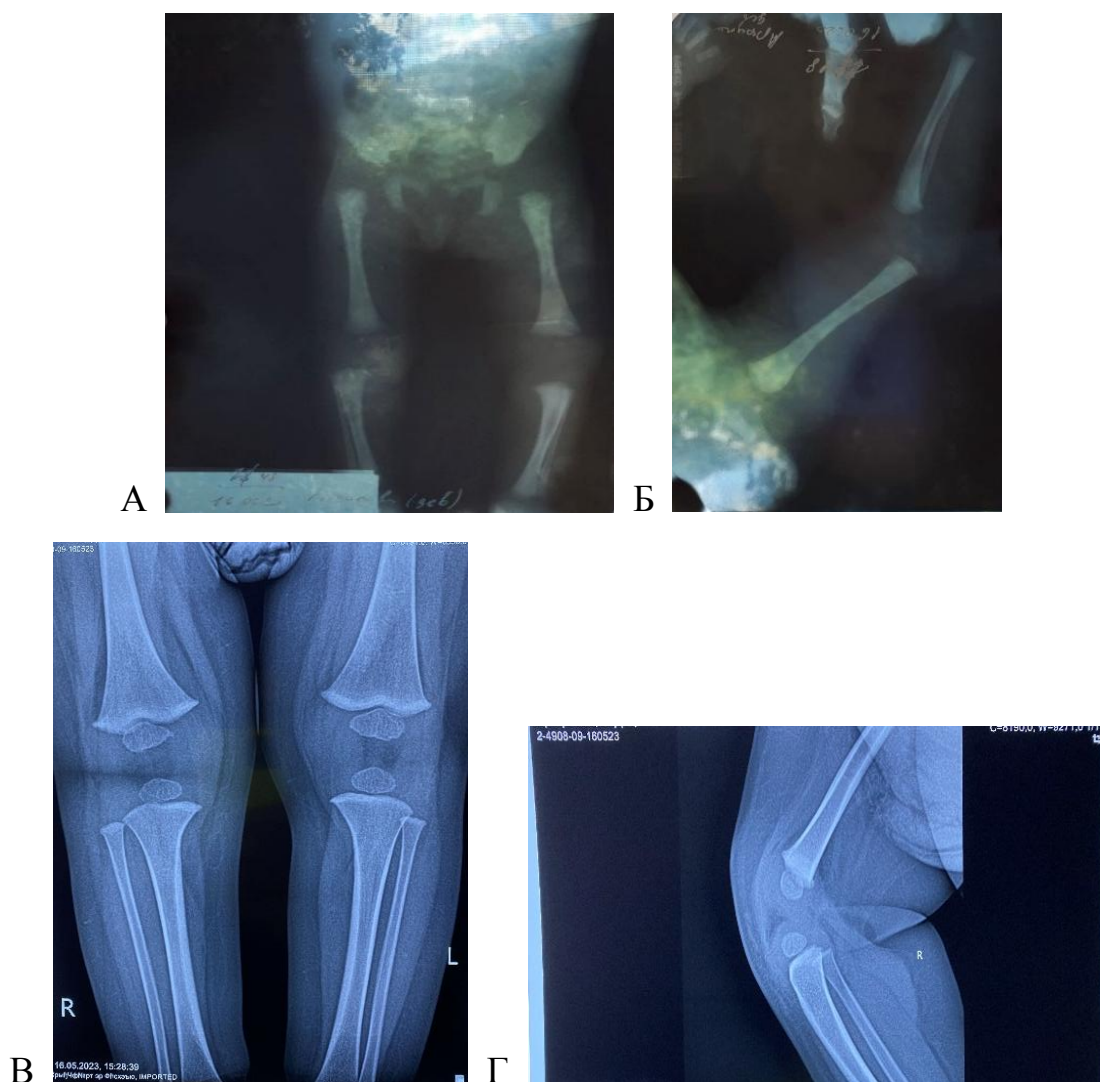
Результаты рентгенологического исследования пациентки М., 2019 г.р.: А – рентгенограмма нижних конечностей в прямой проекции до лечения; Б – рентгенограмма правой нижней конечности в боковой проекции до лечения; В – рентгенограмма нижних конечностей в прямой проекции после лечения методом гипсовых коррекций; Г – рентгенограмма правой нижней конечности в боковой проекции после лечения методом гипсовых коррекций
